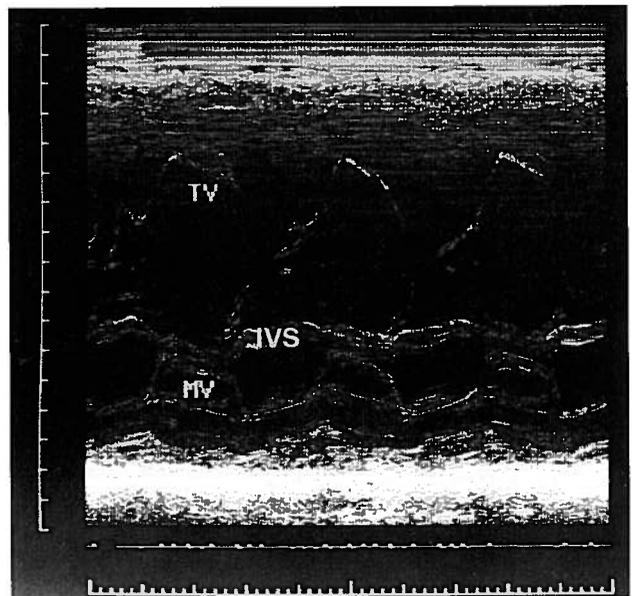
Ecocardiograma em modo M : o folheto anterior da válvula tricúspide (TV) é grande e em forma de vela de barco e o encerramento da válvula tricúspide faz-se com marcado atraso relativamente ao da válvula mitral (MV). Observa-se também o movimento paradoxal do septo interventricular (IVS).
